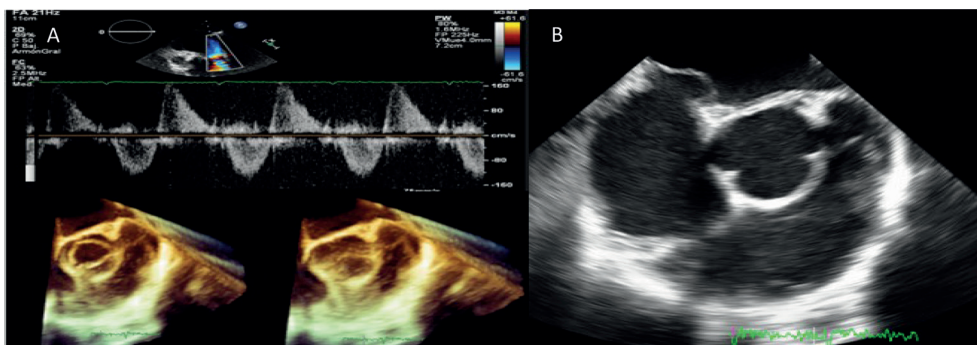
A. Imágenes Doppler color de ecocardiograma transesofágico (ETE) de la válvula pulmonar con aumento de gradiente transvalvular y insuficiencia severa. Imágenes 3D ETE, de válvula pulmonar engrosada y retráctil en sístole y diástole. B. Imagen Doppler transtorácico modo M, en ventana de grandes vasos, válvula pulmonar engrosada y retráctil
